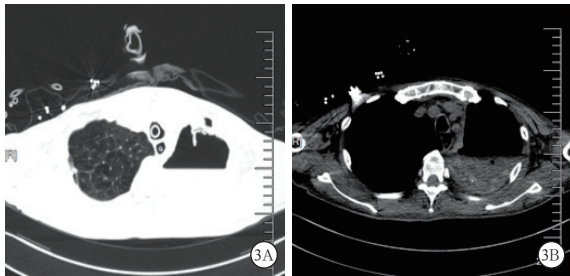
1例53岁男性慢性阻塞性肺疾病(COPD)合并侵袭性肺曲霉病患者接受气管插管机械通气后25d出现大咯血,9d后胸部CT肺窗(左)、纵隔窗(右)提示:左上肺脓肿并伴有液气平面;经支气管动脉栓塞术(BAE)治疗后咯血缓解
